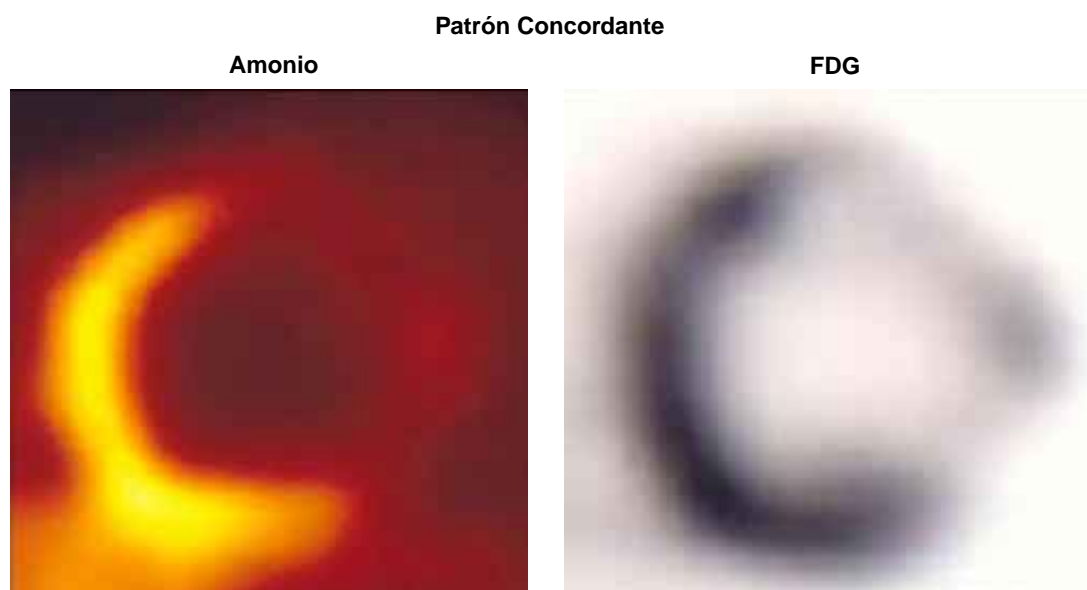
Comparación de un estudio de amonio y FDG. Se observa en ambos estudios un defecto importante de captación en la pared lateral con ausencia de actividad metabólica. Esto es un indicador de necrosis miocárdica.
